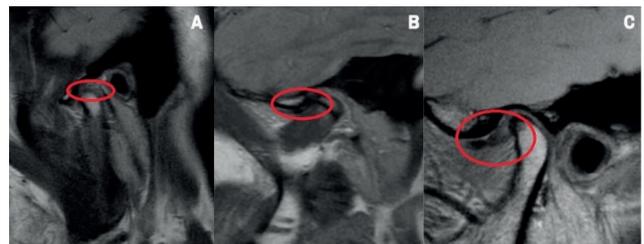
Exame de ressonância magnética da articulação temporomandibular com e sem disfunção. Fonte: <https://edisciplinas.usp.br/mod/folder/view.php?id=2615128>
